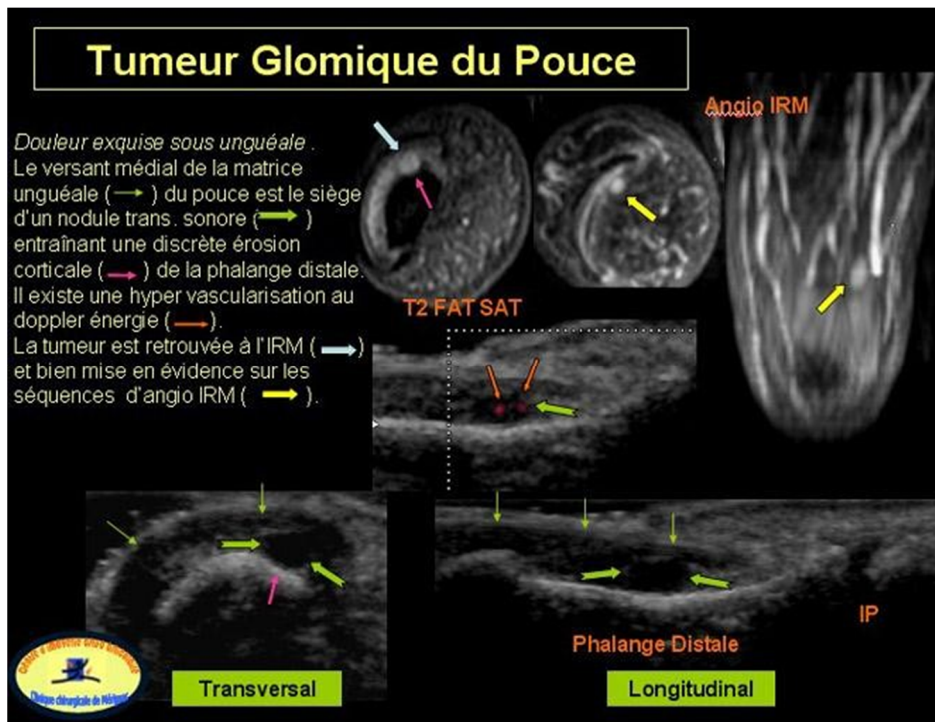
Aspect radiologique (échographie et IRM et angio IRM) d'une tumeur glomique de pouce. [162]
